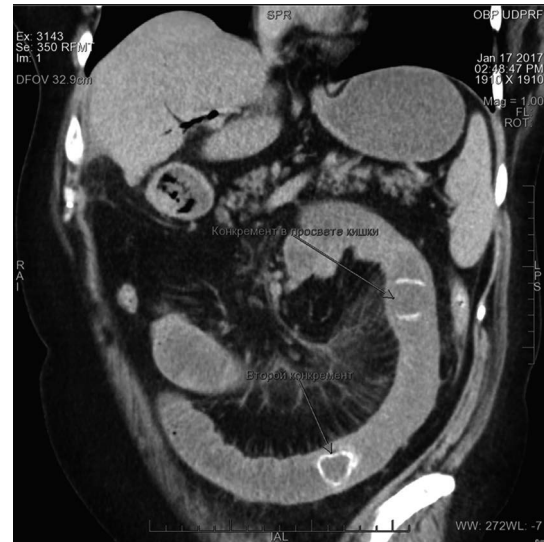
КТ брюшной полости-конкременты в просвете тонкой кишки
